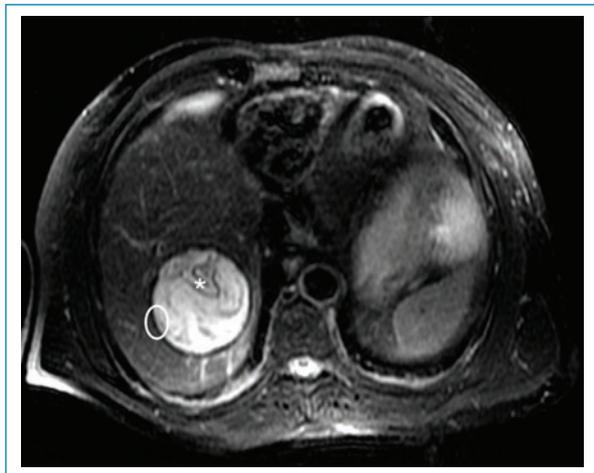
Resonancia magnética de abdomen T2-FS, corte axial: lesión focal en el segmento hepático VII con comportamiento de señal heterogéneo, predominantemente hiperintenso, con imágenes lineales hipointensas de aspecto en «membranas desplegadas» (asterisco), asociado a halo hipointenso correspondiendo al signo del anillo (elipse blanca). Gharbi tipo II-CE3.
